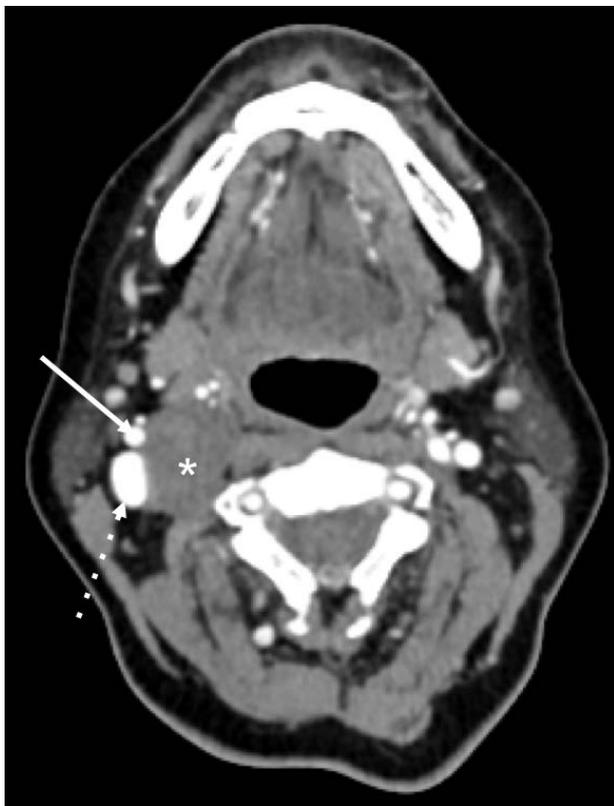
Corte axial de tomografía de cuello con medio de contraste en el cual se observa masa en el espacio carotideo supra hioideo derecho, de forma oval, contornos bien definidos y escaso realce luego del medio de contraste (asterisco). Esta masa desplaza la arteria carótida interna (flecha continua) y la vena yugular interna (flecha punteada) en sentido lateral, hallazgo que sugiere Schwannoma de la cadena simpática.
